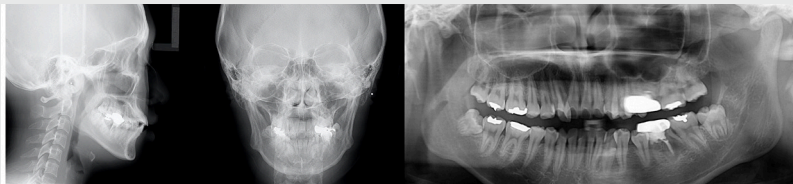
Pretreatment lateral and frontal cephalometric radiographs and panoramic radiograph (Case 1).
